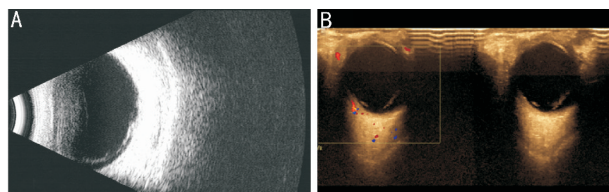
玻璃体增殖机化声像图特征 A:二维超声;B:CDFI。
